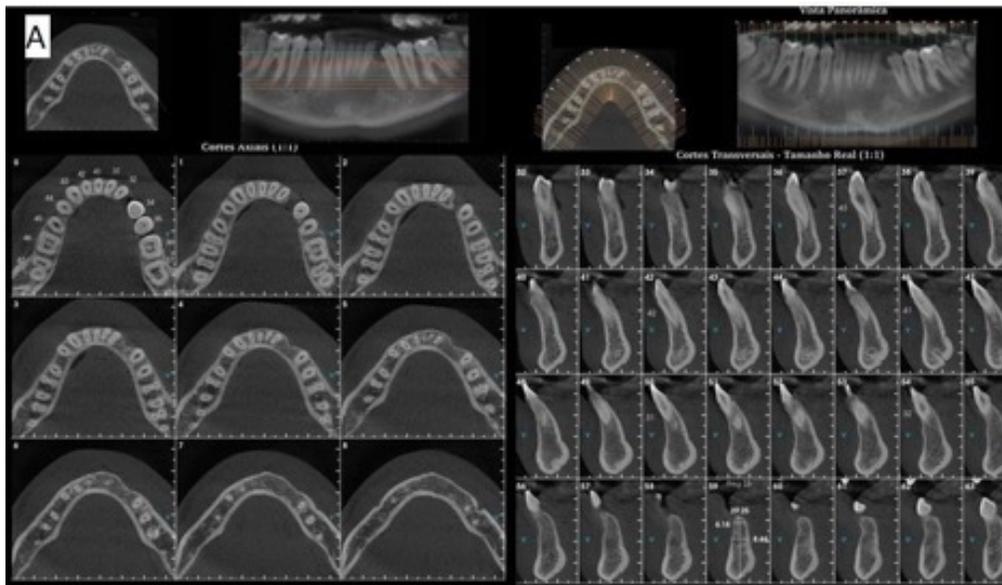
(A) Tomografia computadorizada de feixe cônico (*cone beam*) pós-operatório 8 meses
